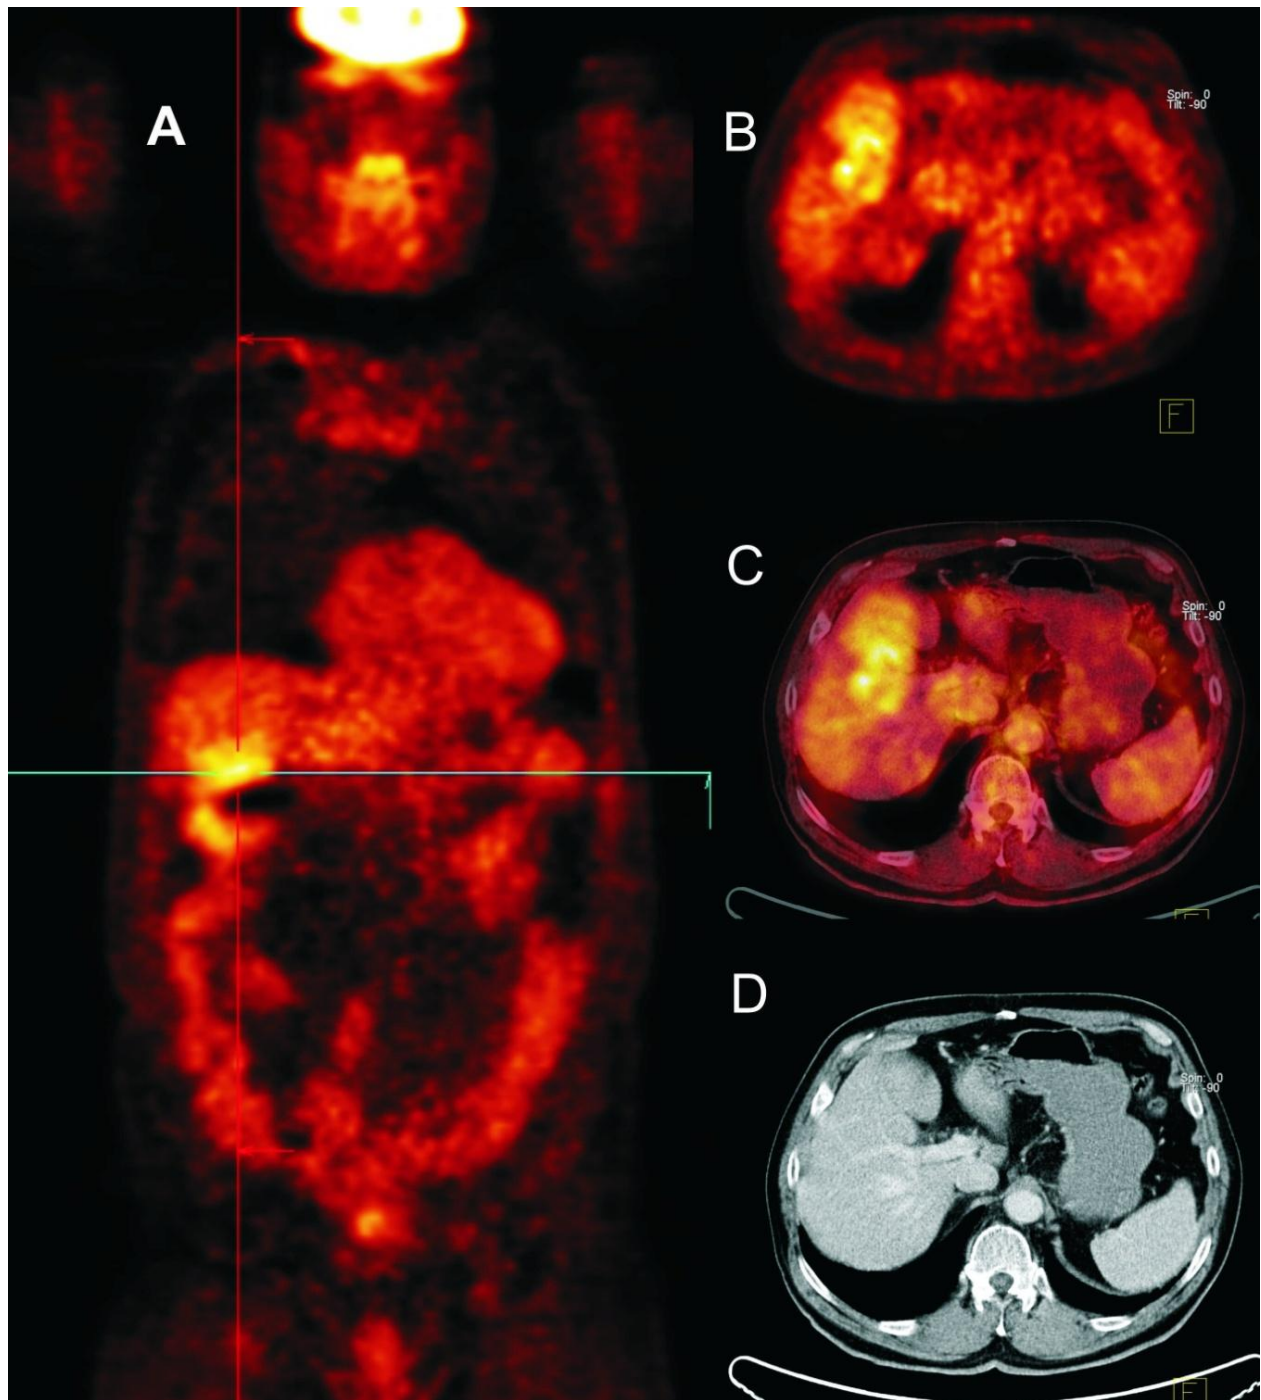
67-jähriger Patient, PET/CT-Bilder einer falsch-negativen Lebermetastase
